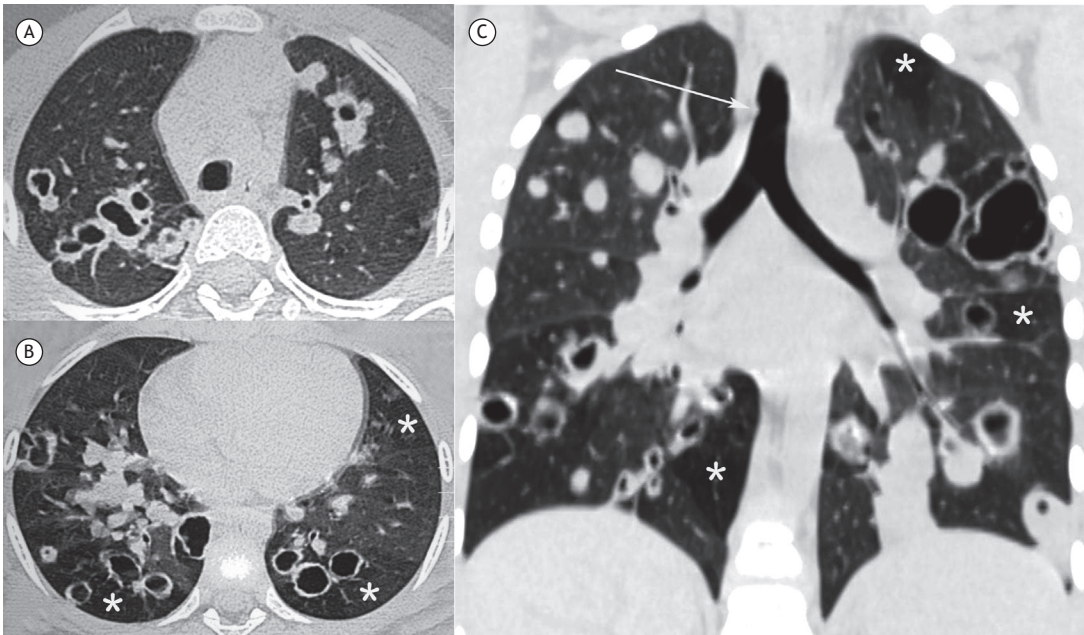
Paciente masculino, 6 anos. Imagens de TC Com cortes no plano axial ao nível dos lobos superiores (em A), inferiores (em B) e no plano coronal (em C), mostrando nodulação na traqueia (seta branca), áreas de aprisionamento aéreo esparsas por ambos os pulmões (asteriscos brancos) e nódulos parenquimatosos bilaterais, de tamanhos variados, alguns sólidos e outros escavados, difusos pelos pulmões.
